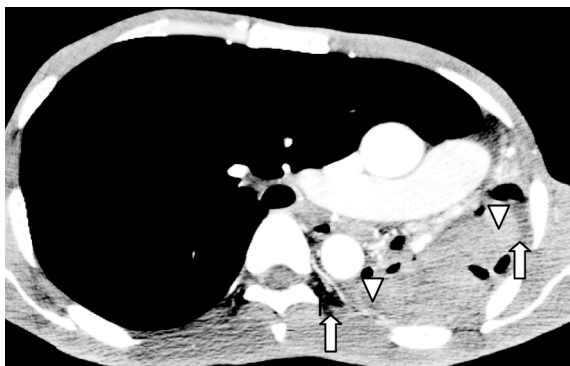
增强 CT 显示左肺毁损,胸背部胸膜增厚(三角箭头),胸膜外脂肪层增宽(白箭头),内见增粗、迂曲、强化的肋间动脉(黑箭头)
